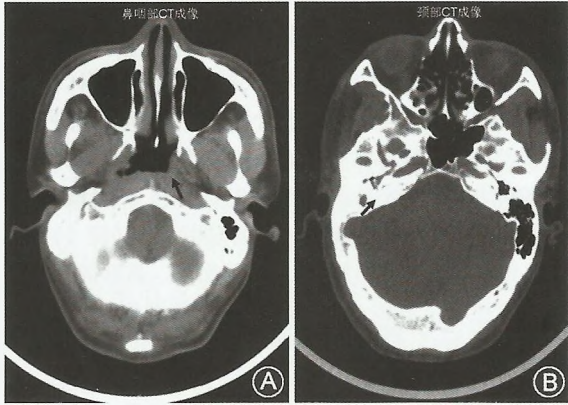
鼻咽癌患者头颈部CT成像:A示箭头所指为左侧鼻咽窝稍增厚;B示颈部多发淋巴结肿大
